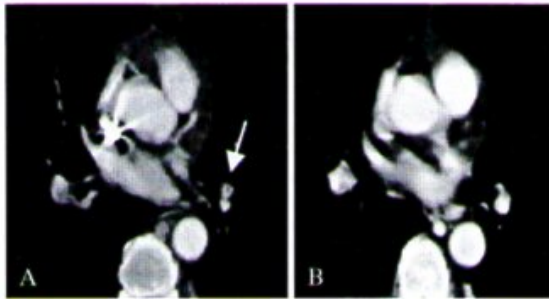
Stesso Paziente: A) scansione TC a 3 mm; B) scansione TC a 10 mm. Nella acquisizione TC con collimazione da 3 mm è meglio riconoscibile la presenza del trombo nel ramo dell'arteria polmonare per il lobo inferiore a sinistra (freccia).
